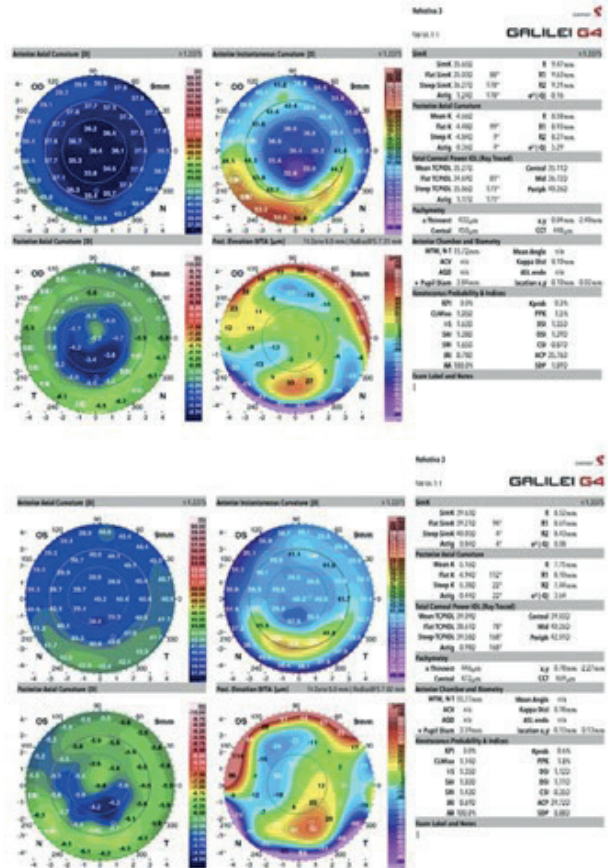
Tomografia de córnea de OD e OE obtida pelo tomógrafo Galilei após o laser topografiado.
